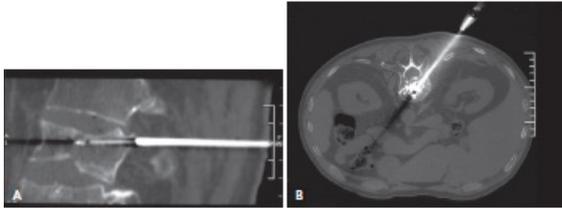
Métastase vertébrale (L1) d'un cancer du poumon avec fracture tassement douloureux ; A) mise en place d'une aiguille bipolaire 17 G dans le corps vertébral de L1, en coaxial au travers de l'aiguille de biopsie de 14 G et application du courant de radiofréquence ; B) injection de ciment sous contrôle TDM après retrait de l'aiguille de radiofréquence.
